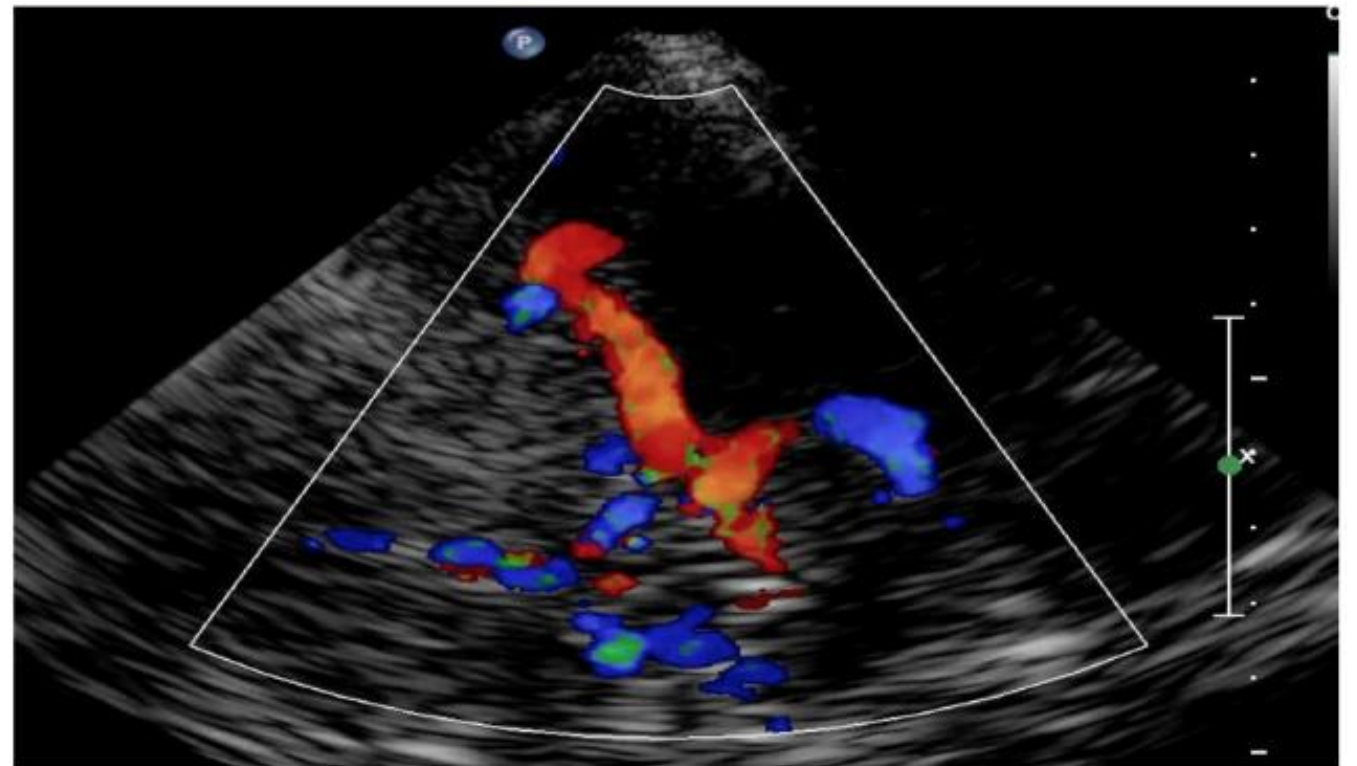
Pédoncules cérébraux (échographie 2D) (M. Sprynger)
